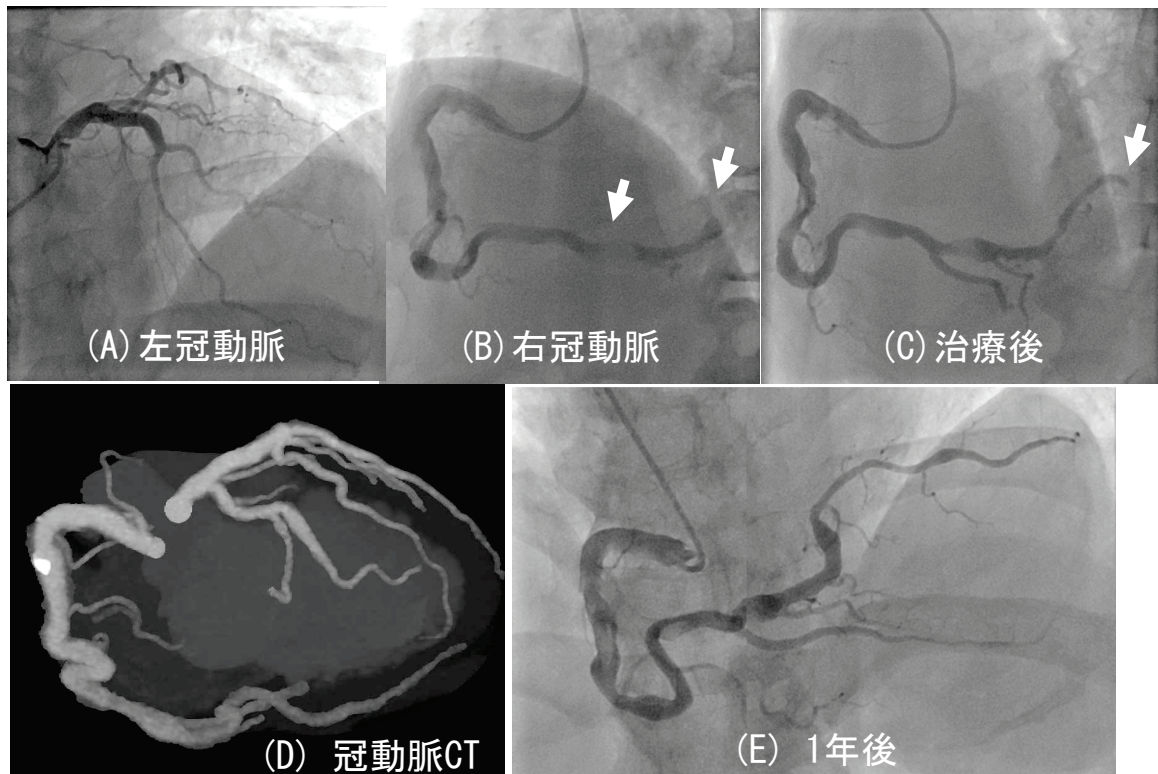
緊急冠動脈造影(CAG, coronary angiography)および冠動脈造影CT検査(症例2)
